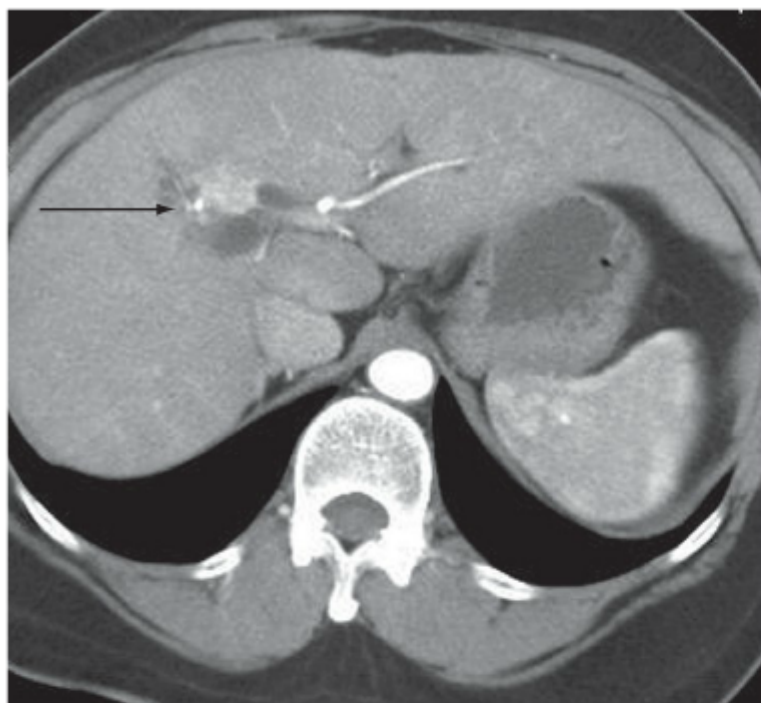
A tomografia computadorizada visualiza massa na confluência dos ductos hepáticos (seta), resultando em dilatação biliar bilateral e tumor peri-hilar extenso.
